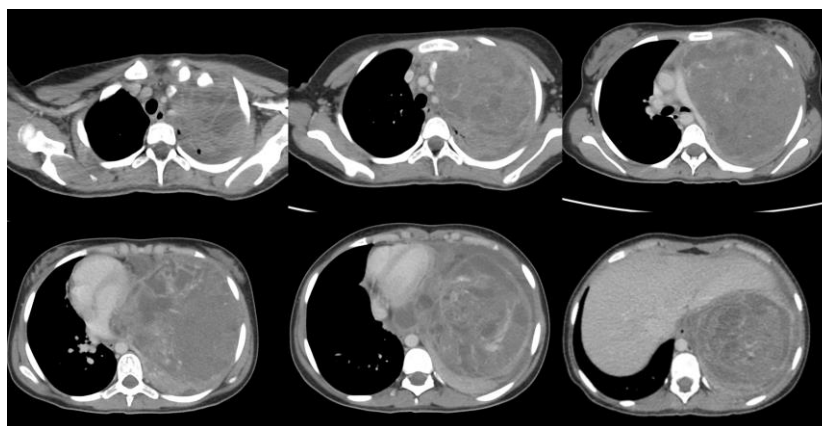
Tomografía con medio de contraste. Se evidencia áreas quísticas a nivel del pulmón izquierdo, así mismo se observa desplazamiento de la tráquea, corazón y estructuras vasculares hacia el lado contralateral
